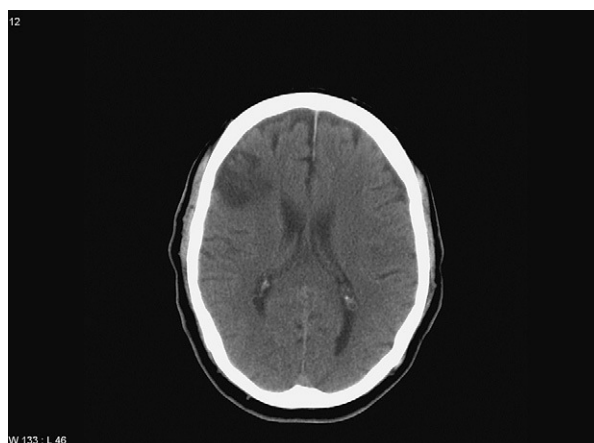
Tomografía computarizada craneal. Infarto isquémico antiguo frontal derecho.
